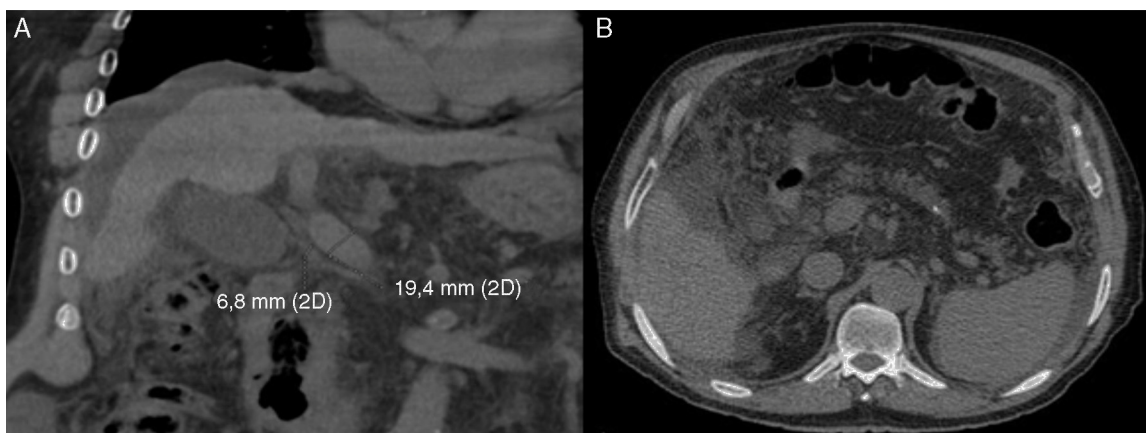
A) Tomografía abdominal: se observa líquido libre, hígado pequeño y vena porta con diámetro de 19.4 mm, sin trombos. B) Páncreas de aspecto normal. No adenomegalias retroperitoneales.
